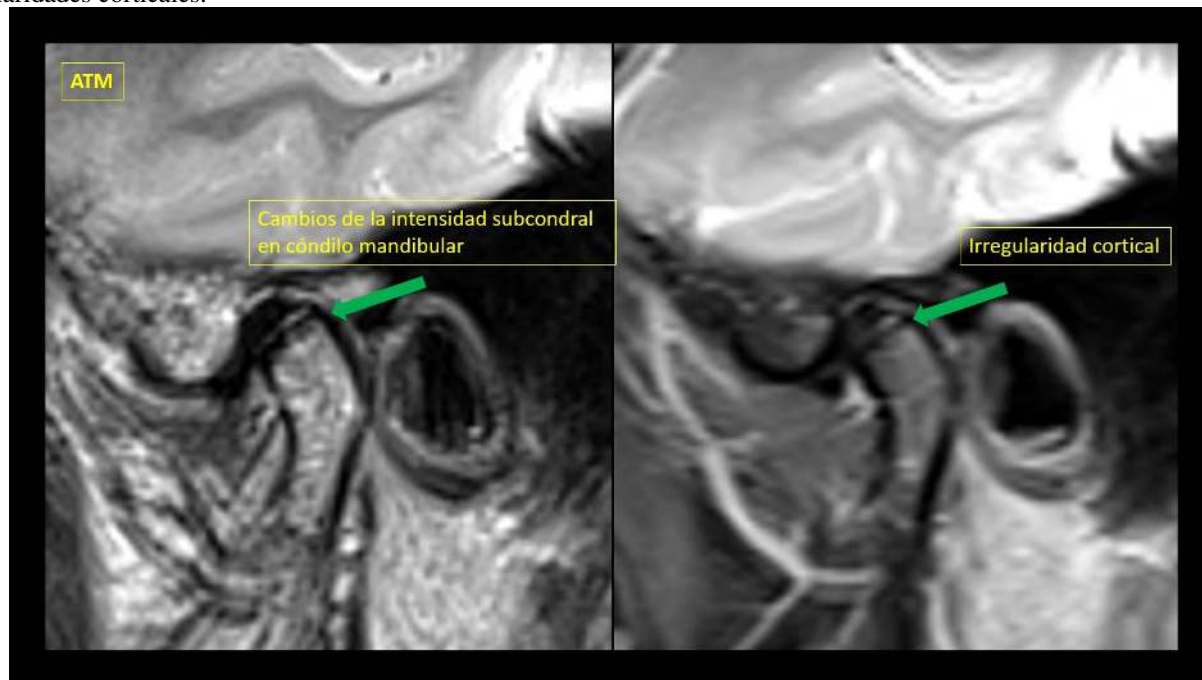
muestra erosiones y alteraciones del cóndilo mandibular en una imagen de resonancia magnética.
